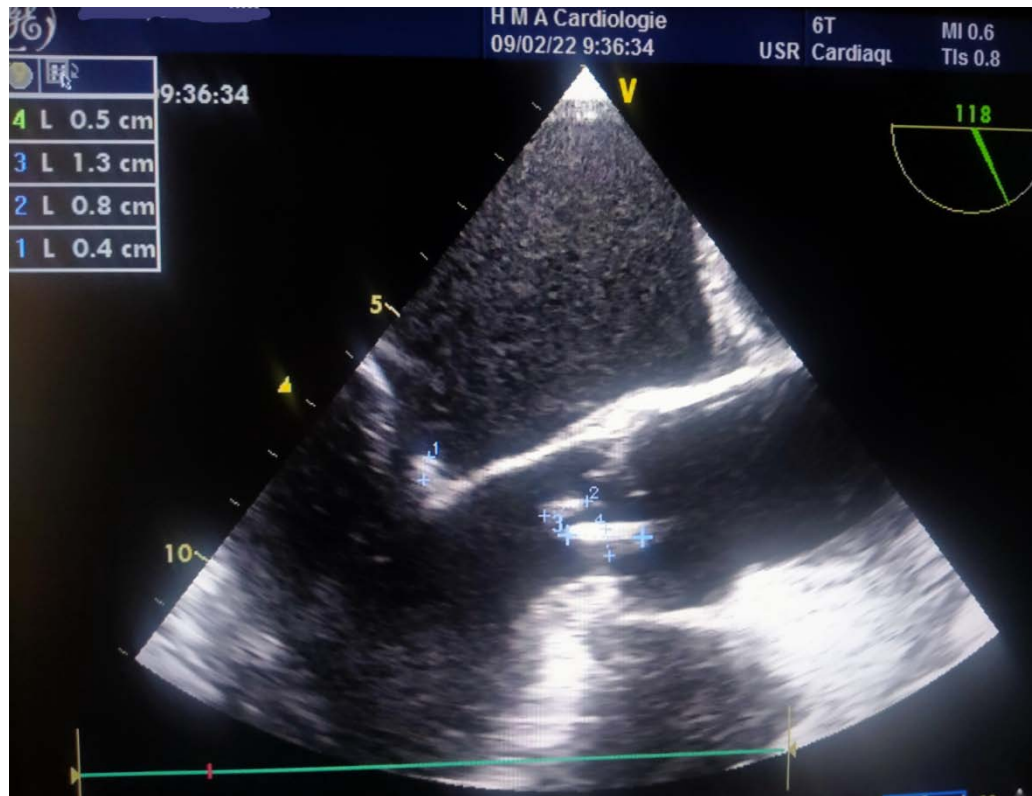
Échocardiographie doppler montrant une végétation mitro-aortique
